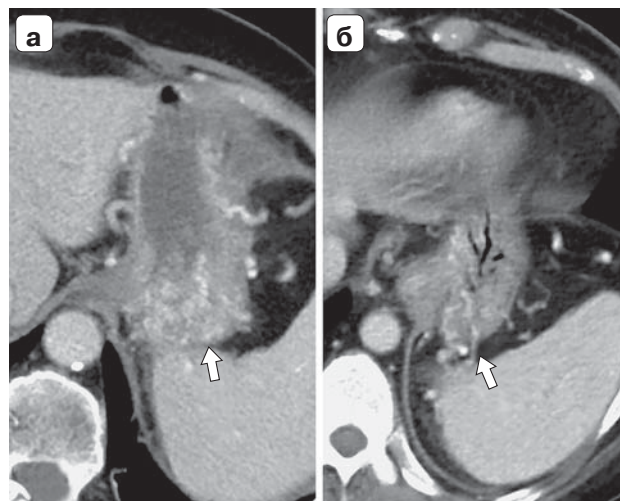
Стандартная методика проведения КТ. Фрагменты компьютерных томограмм в аксиальной проекции на уровне дна желудка. Паренхиматозная фаза контрастирования. а – желудок содержит небольшое количество жидкого содержимого; б – желудок в спавшемся состоянии. Вены до 1,5 мм в диаметре визуализируются фрагментарно в толще стенки желудка (стрелки). Определить топографо-анатомические особенности вен достоверно не предоставляется возможным.
